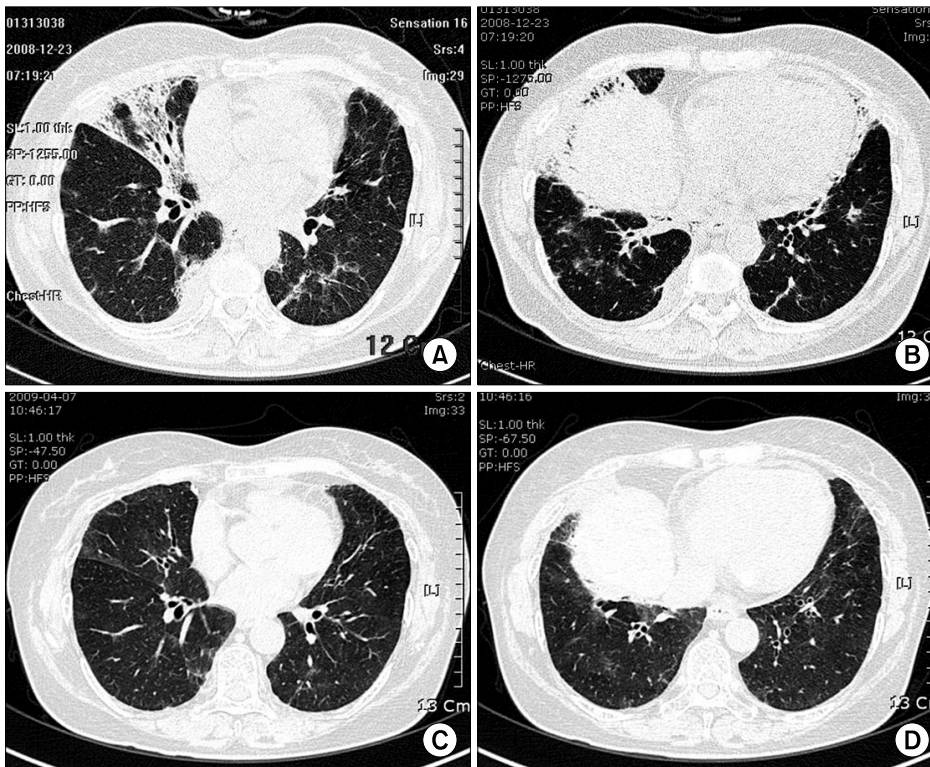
High resolution computed tomography of chest on admission shows consolidation at right middle lobe (A) and multifocal ground glass opacity at both lower lobes (B). After 3 months with steroid treatment, marked improvement observed (C, D).
